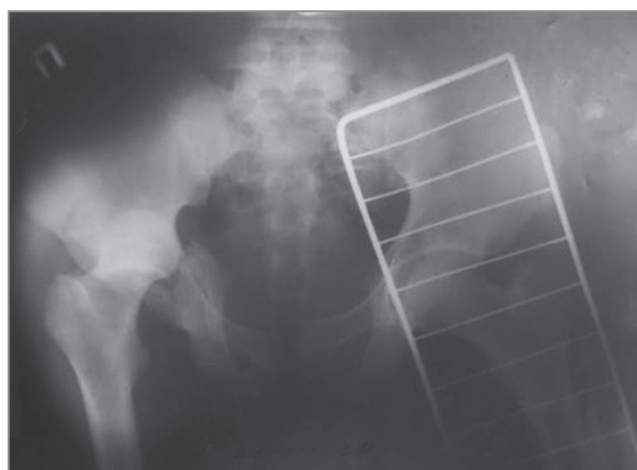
Рентгенограмма в прямой проекции после травмы. Трансвертлужный перелом справа с переломом заднего края и полным задним вывихом правого бедра, перелом лонных и седалищных костей, перелом боковых масс крестца слева
